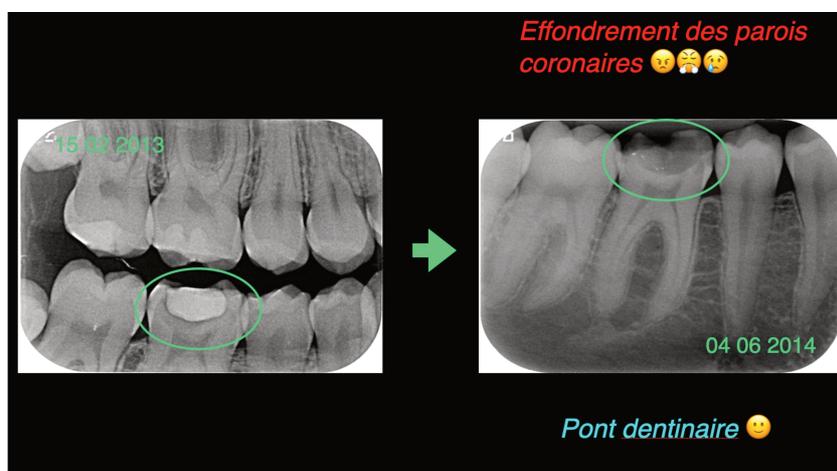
radiographie pré-opératoire et radiographie post-opératoire à 16 mois
